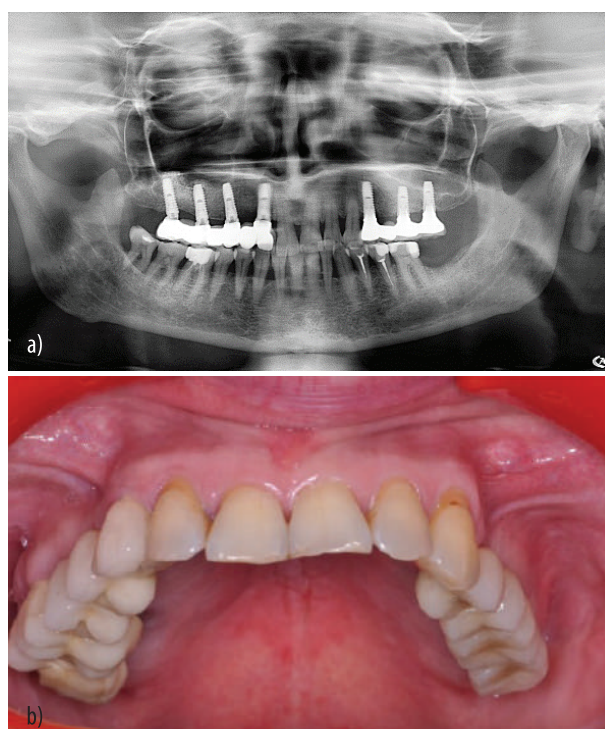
Evaluarea rezultatelor la distanța de 1,5 ani: Radiografie panoramică de control după 1,5 ani (a); aspectul construcției protetice (b).
